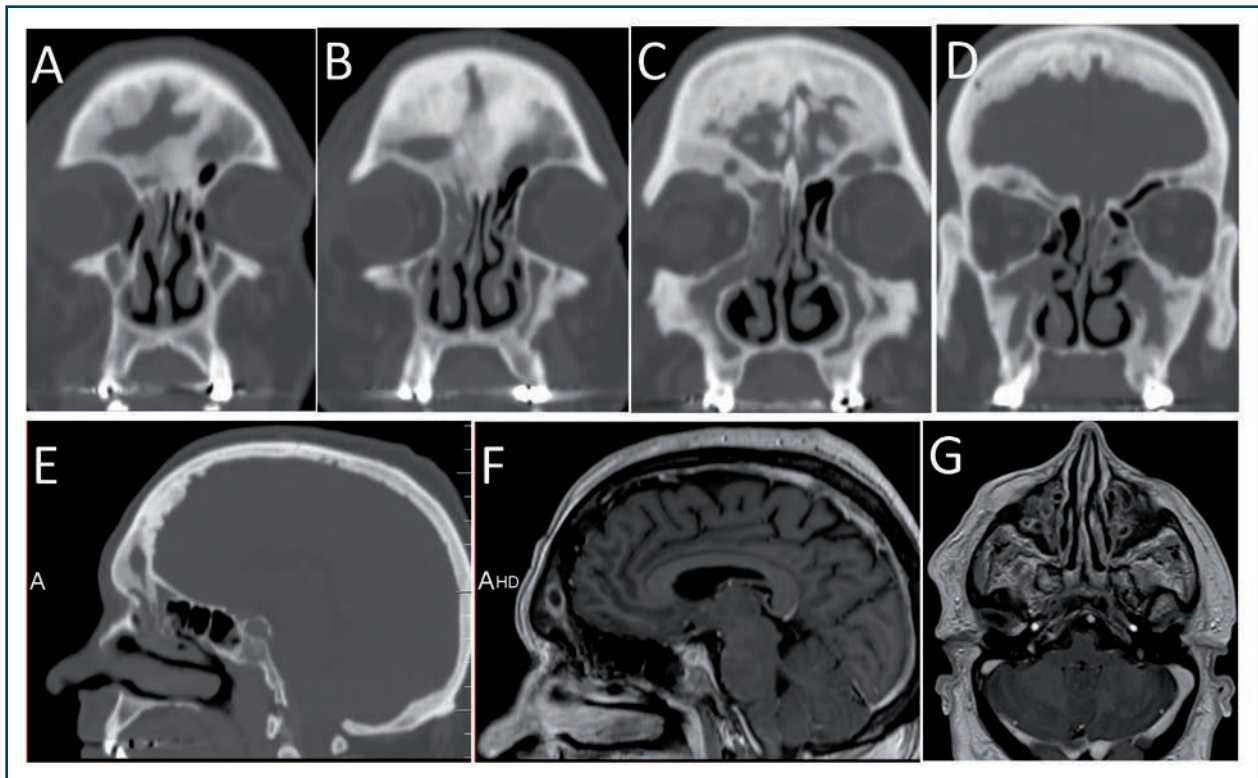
Maladie de Paget de forme poly-ostotique à localisation crânio-faciale adressée pour sinusite frontale bloquée droite chez un homme de 58 ans, (A-E) scanner en fenêtre osseuse, (F-G) IRM en séquence 3D gadolinium Sense.
